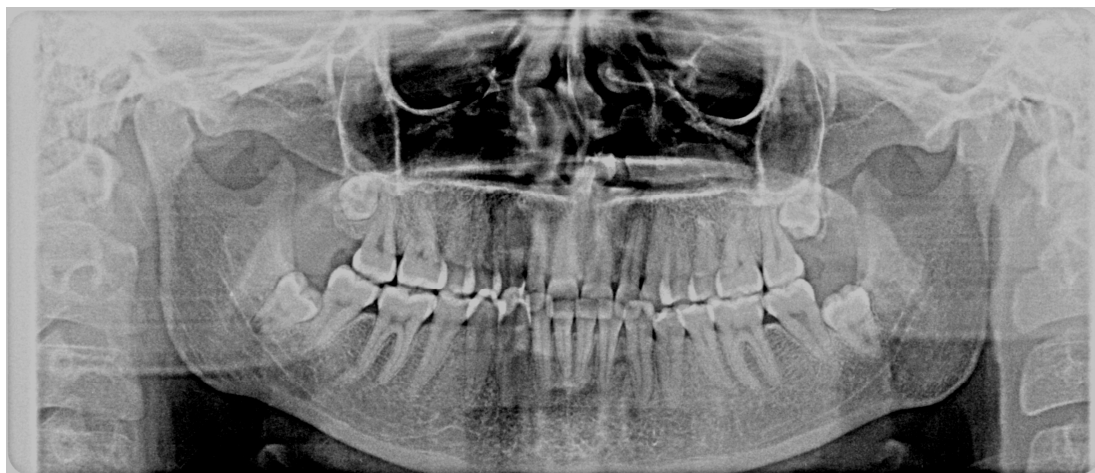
Пример ортопантомограммы пациента А., 25 лет
